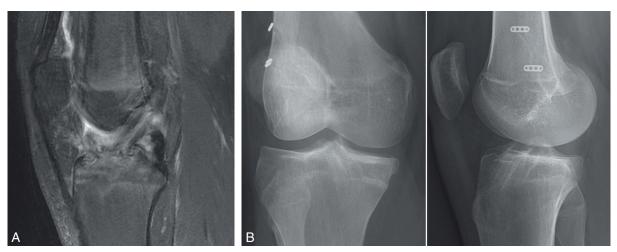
Aspects de la reconstruction DF à distance de la chirurgie. a. Par IRM. b. Par radiographie.
